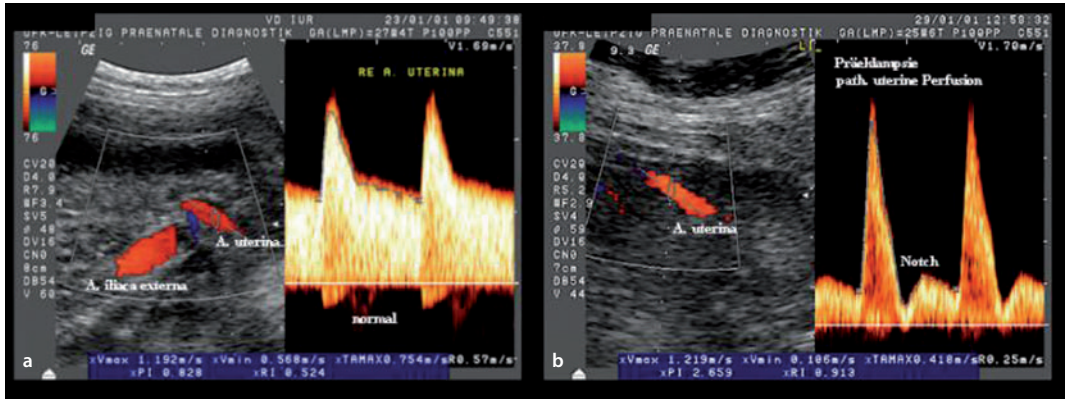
Dopplerspektrum der A. uterina im 2. Trimenon. a Normalbefund mit hoher diastolischer Frequenzverschiebung, b pathologisch mit charakteristischem »notch«
